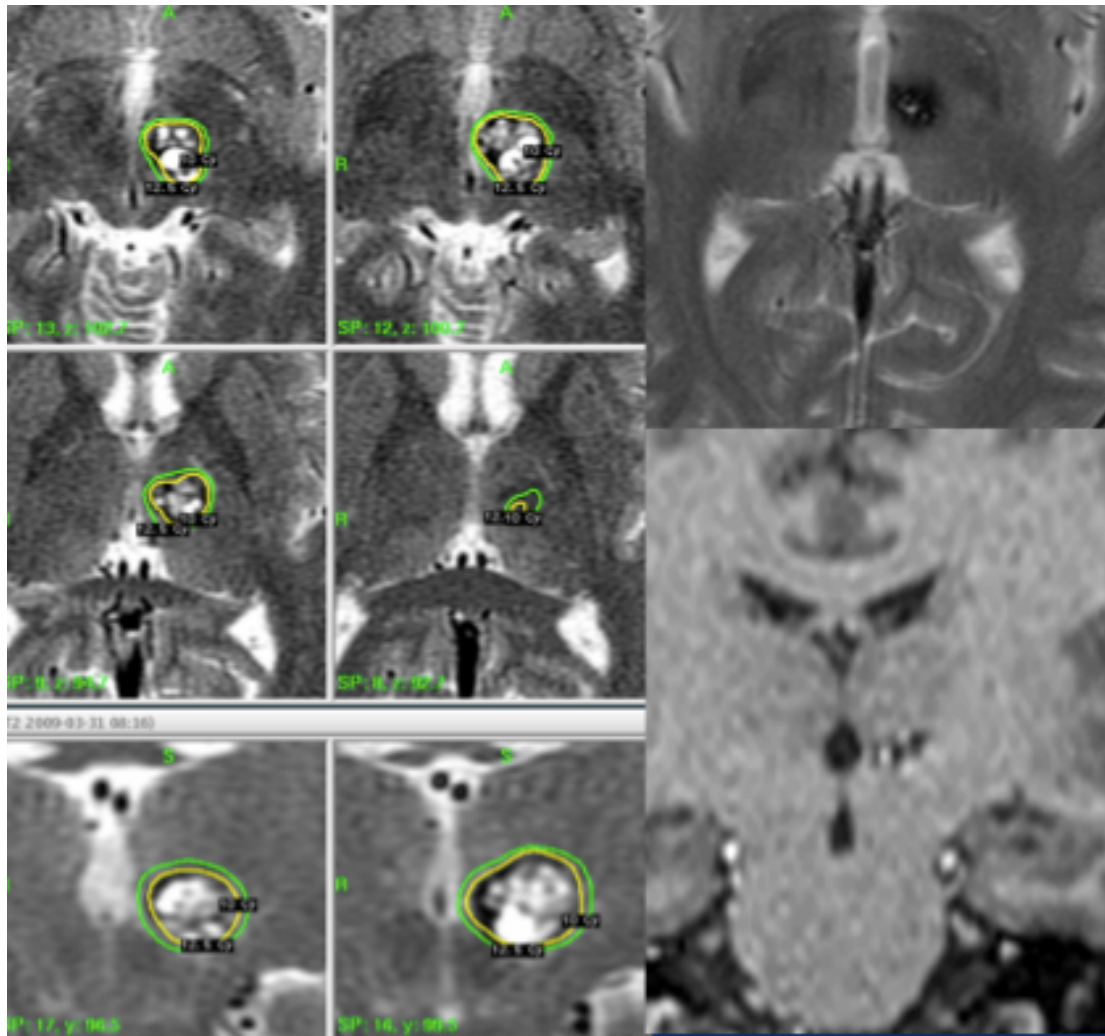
Ejemplo de reducción de volumen tras 2 años de seguimiento post-tratamiento. Se muestra imagen de planificación, RM craneal pre-tratamiento y RM craneal post-tratamiento a los 2 años.
